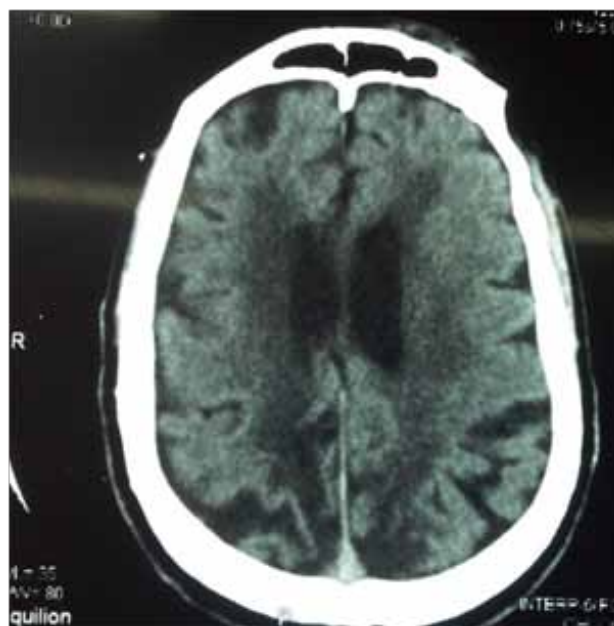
TDM cérébrale (leucopathie vasculaire et atrophie cortico-sous corticale)
